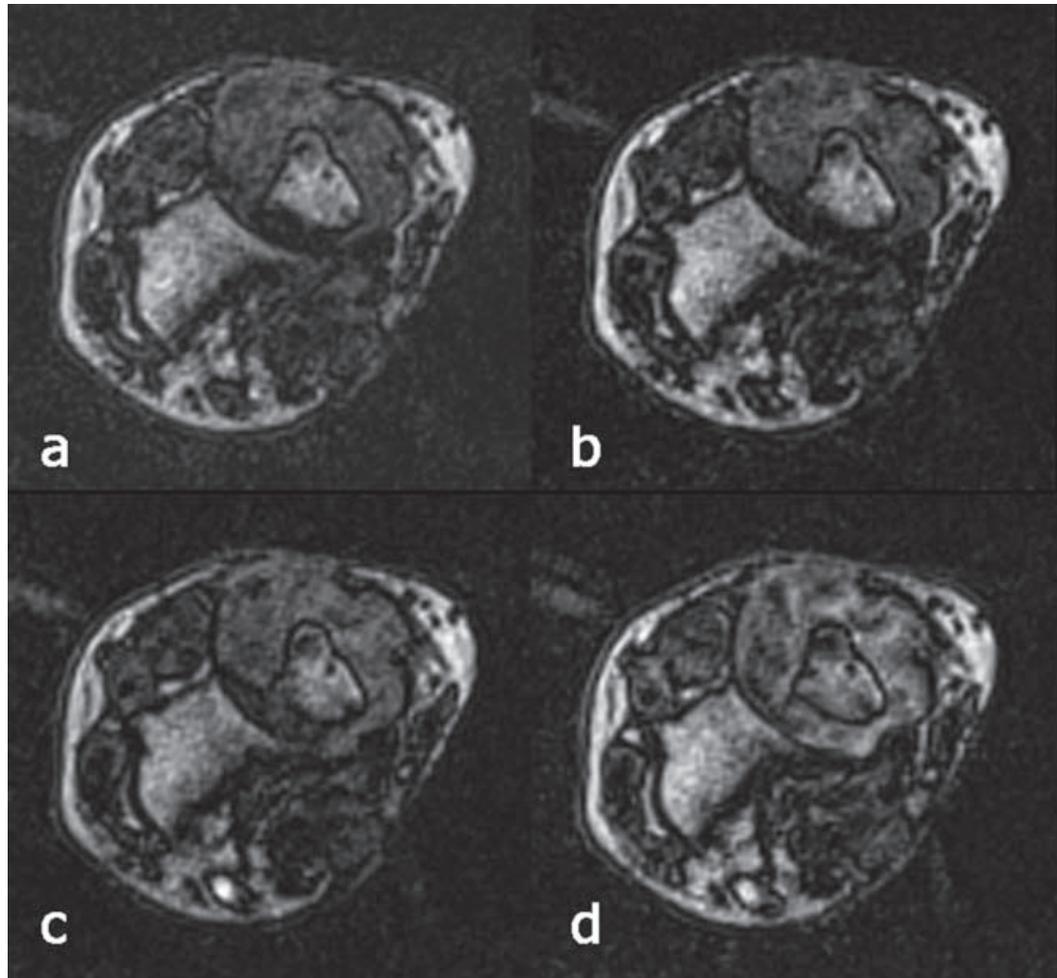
IRM du poignet. Coupes axiales d'une série dynamique montrant des images acquises (a) avant, (b) 40 s, (c) 120 s, (d) 300 s après injection de gadolinium. Un rehaussement rapide est visualisé dans les vaisseaux, suivi par un rehaussement de la synoviale alors que l'on ne visualise aucun rehaussement musculaire. (e) Courbe d'intensité de signal/temps après injection intraveineuse de gadolinium avant mise en place du traitement. La droite TRP correspond au taux de rehaussement précoce entre 0 et 60 secondes. (f) courbe après 2 mois de traitement. On peut visualiser la décroissance de la pente de la droite TRP et la diminution de taux maximal de rehaussement de la synoviale.
